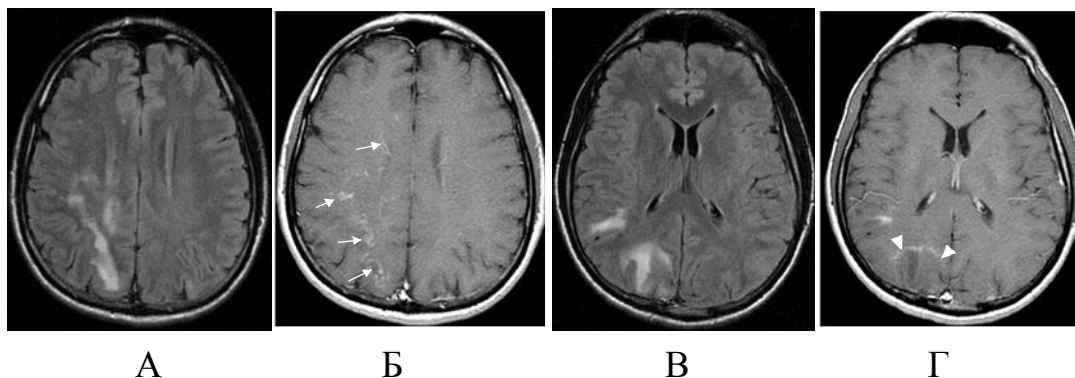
Пациент П, мужчина, 36 лет. ПМЛ, СВИ. Начало АРТ в октябре 2012г. CD4=87 кл/мкл (6%), РНК ВИЧ=91423 коп/мл. Продолжающееся клиническое и неврологическое ухудшение несмотря на проводимую АРТ. МРТ от 03.12.2012г: А, В – FLAIR, Б, Г – T1 ВИ с контрастным усилением выявляют атипичные паттерны контрастирования участков острой демиелинизации: периваскулярное контрастирование в правой лобно-теменной области (стрелки), краевое контрастное усиление в правой затылочной области (головки стрелок). CD4=98 кл/мкл (5%), РНК ВИЧ=64 коп/мл (декабрь 2012)
